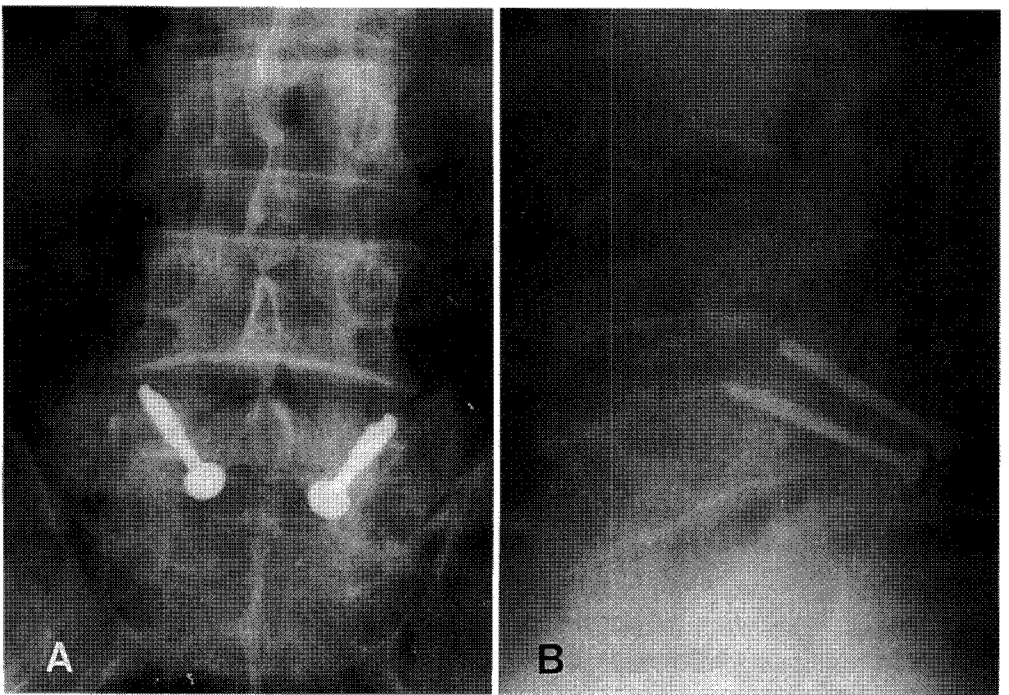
A and B. Postoperative two oblique roentgenogram show satisfactory placement of screw.
